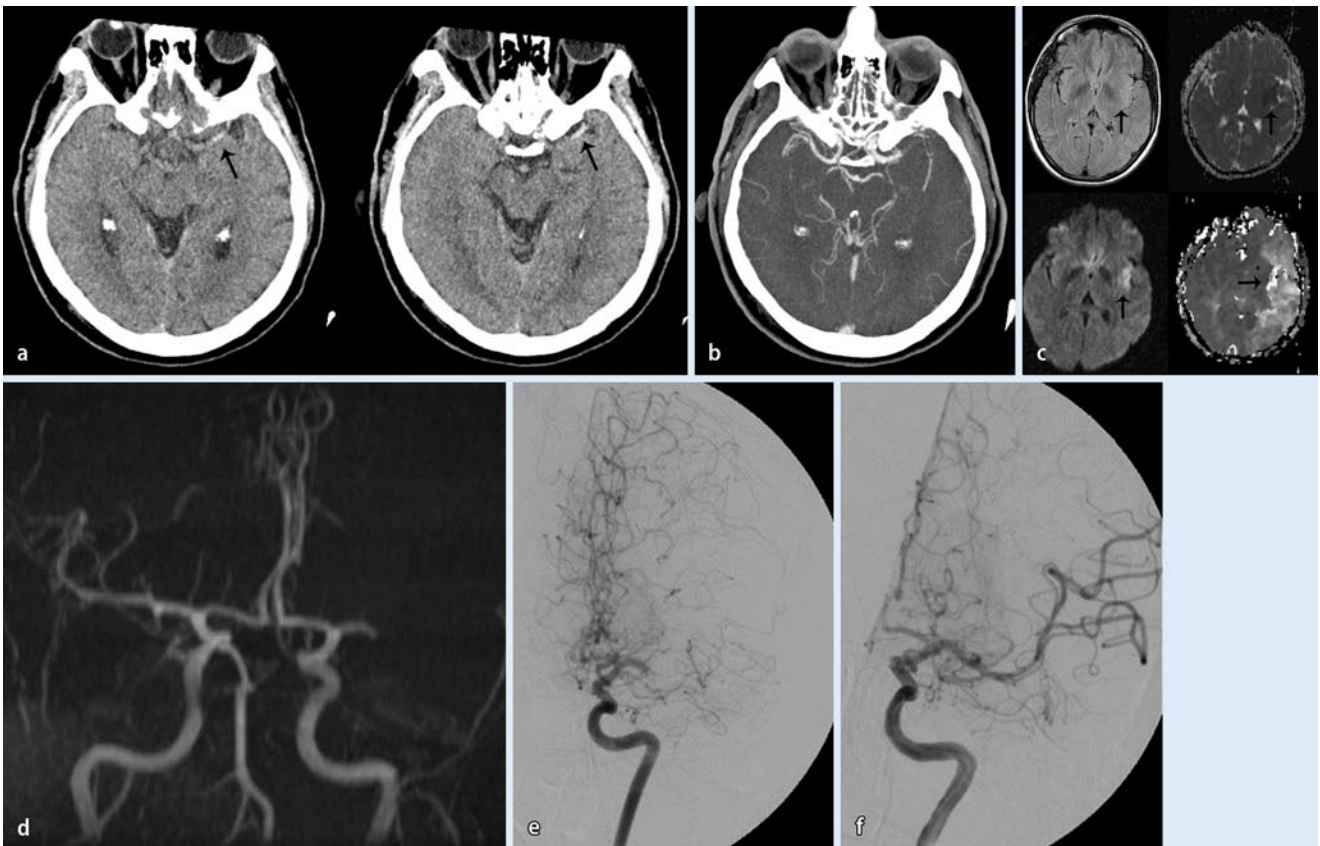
▲ a Initiales CCT mit Darstellung einer hyperdensen Media links. b Angio-CT mit Darstellung des nativcomputertomographisch vermuteten M1-Verschusses. c Präinterventionell durchgeführtes MRT mit Nachweis eines Infarkts insulär links mit ausgeprägtem DWI-/PWI-Mismatch. d TOF-Angiographie. e Initiale DSA-Serie, die den M1-Verschluss zeigt. f Abschlussserie nach erfolgreicher Rekanalisation des Mediastromgebiets auf der linken Seite
